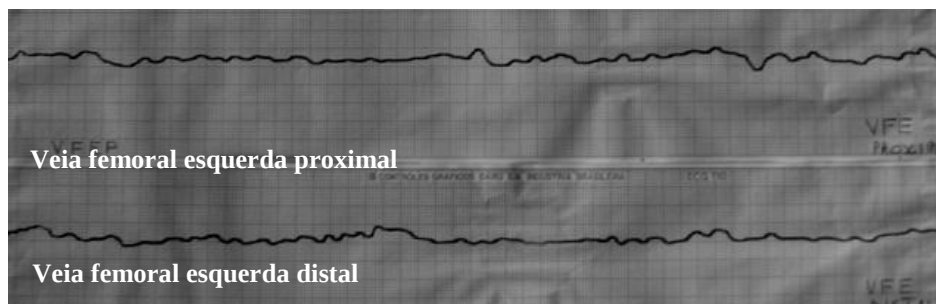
Velocimetria Doppler da veia femoral esquerda no trans-operatório da 2ª cirurgia
